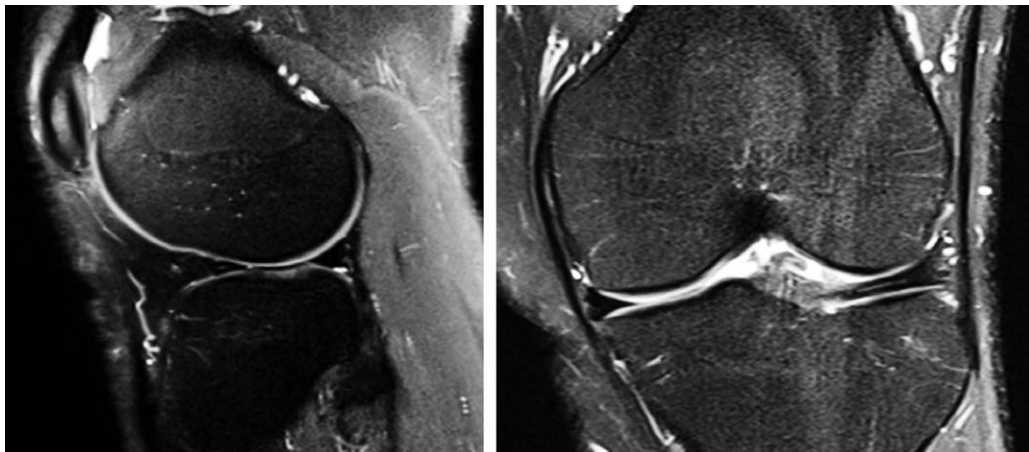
Sagittal and coronal view of MRI (T2 weighted images) show linear high signal change in lateral meniscus anterior horn.
